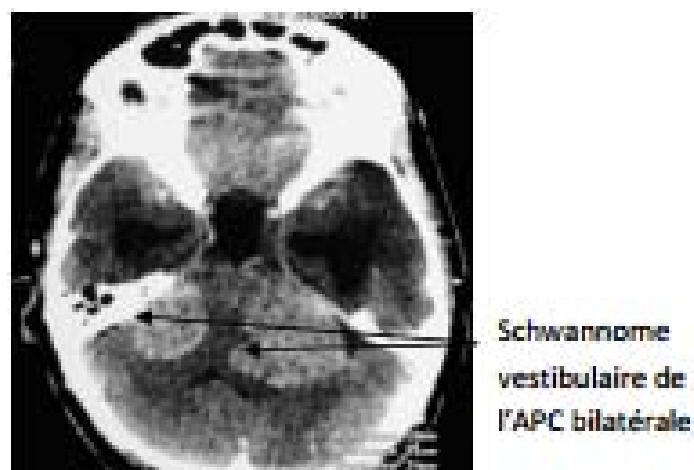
TDM en coupe axiale, montrant un schwannome vestibulaire de l'angle ponto-cérébelleux bilatéral hétéro dense en scanner
